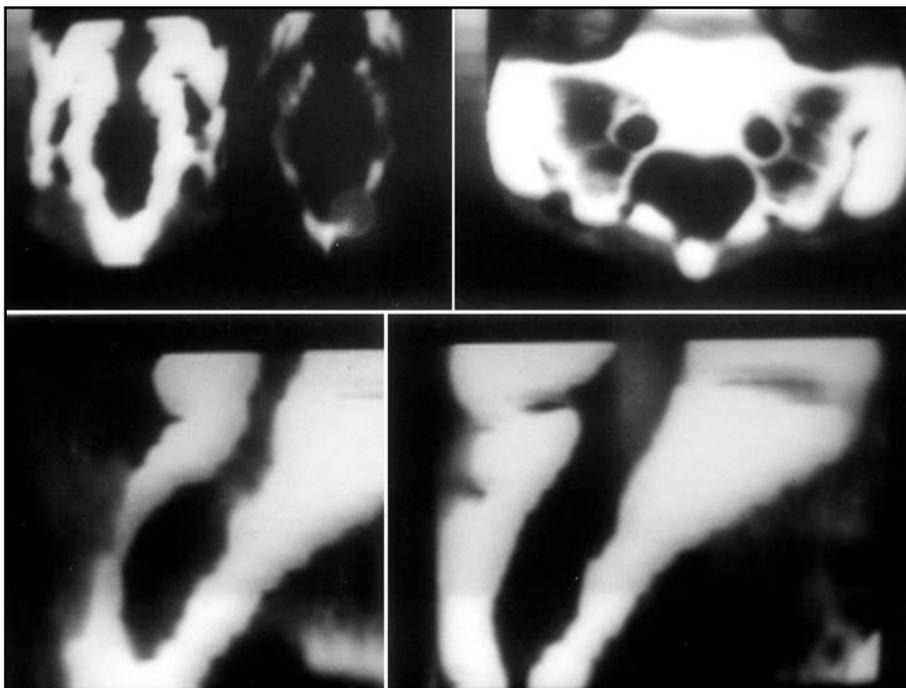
Caso 1. Tomografia computadorizada mostrando reconstrução coronal (superior esquerdo) e corte axial (superior direito) do sacro com o cisto de Tarlov em seu interior. Imagem inferior mostrando reconstrução sagital sacral com o cisto remodelando as paredes ósseas.
